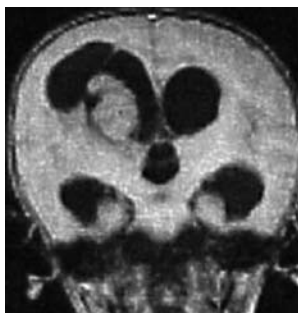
МРТ до операции. Хориоидпапиллома.
